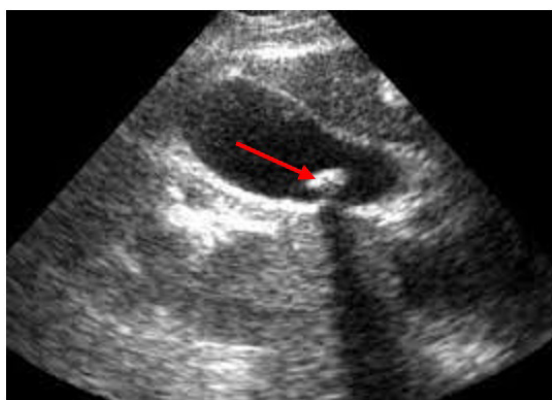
USG în diagnosticul litiazei biliare asociată cu CCR.
